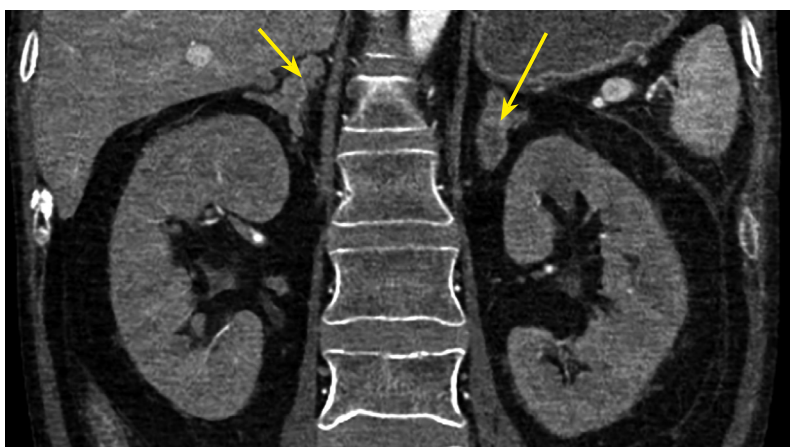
КТ брюшной полости: диффузно-гиперплазированные надпочечники: правый — до 1,4 см, левый до — 1,6 см.
